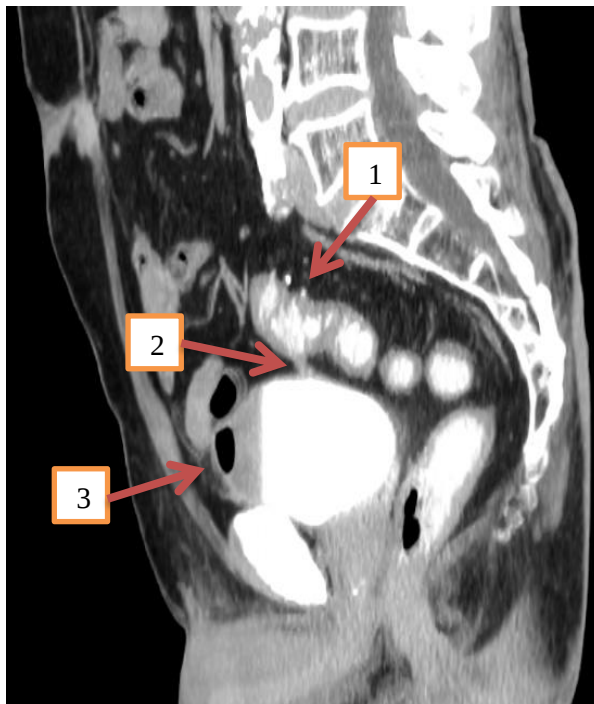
Пациент С., 74 лет. КТ-колонография, сагитальное изображение сигмовидной кишки над уровнем входа в малый таз. Картина дивертикулярной болезни, дивертикулы в сигмовидном отделе ободочной кишки – стрелка 1, контрастное вещество попадает из сигмовидной кишки через свищевой ход в мочевой пузырь – стрелка 2, в мочевом пузыре свободный газ – стрелка 3.
